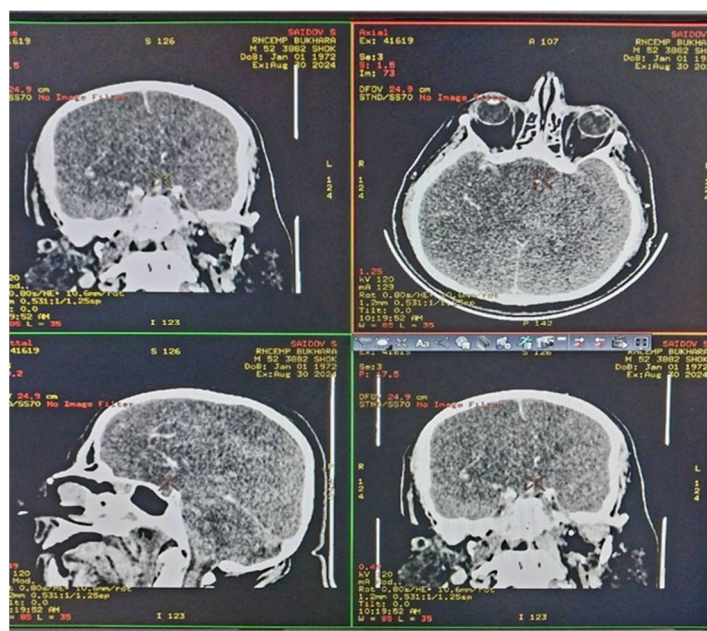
МСКТ снимок пациента с ишемическим инсультом после развития реперфузионного синдрома.
